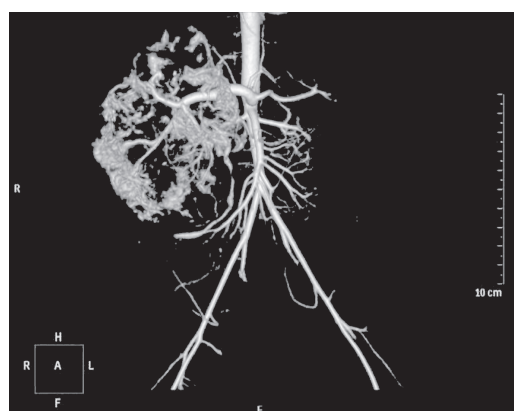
Компьютерная томограмма: объемное изображение васкуляризации образования
